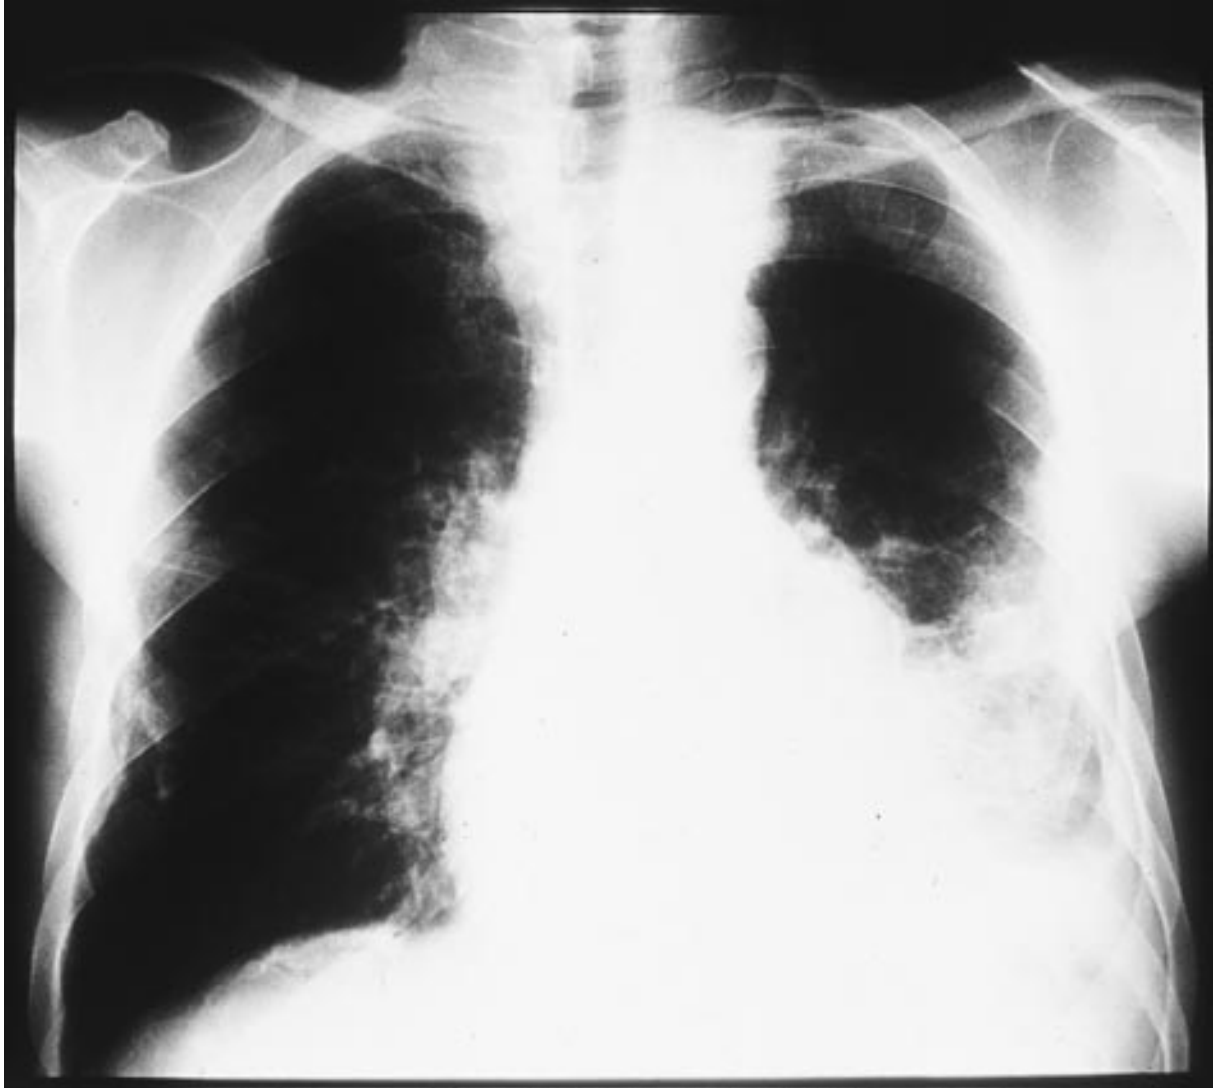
Radiographie thoracique d'un sujet asbestosique présentant un épanchement pleural gauche important [16].
